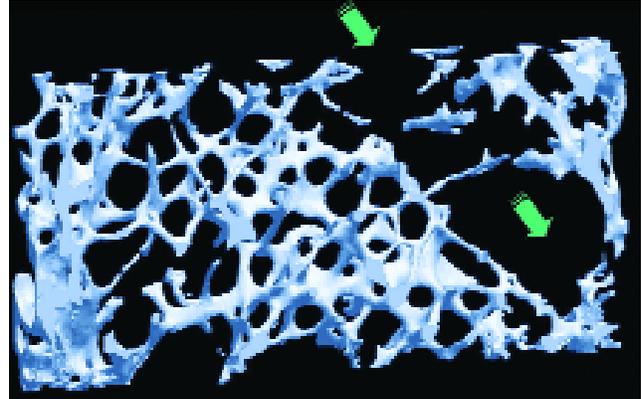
La résorption ostéoclastique est responsable de l'ostéolyse qui diminue la masse et l'architecture trabéculaire. Métastase d'un cancer du sein, aspect 3D du tissu osseux observé par microtomographie X, notez la zone focalisée de destruction osseuse (→) (Skyscan 1072).
